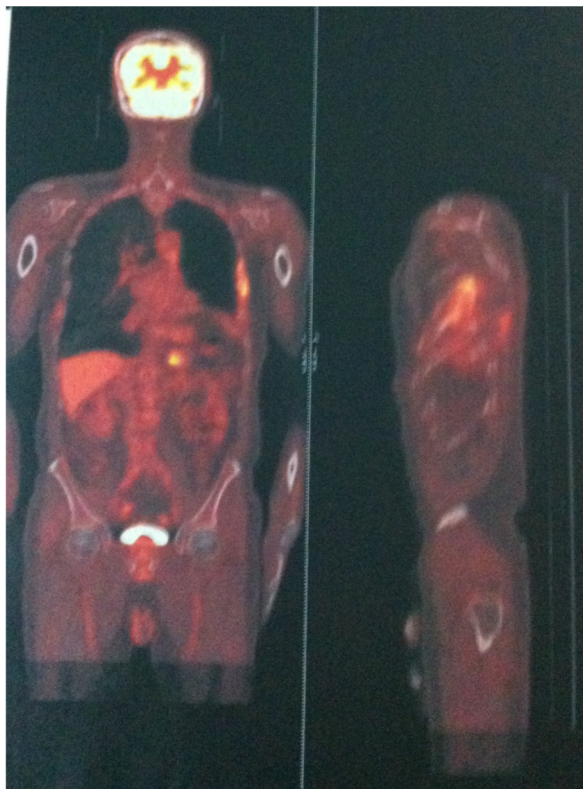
PET - Scan montrant une métastase surrénalienne gauche
